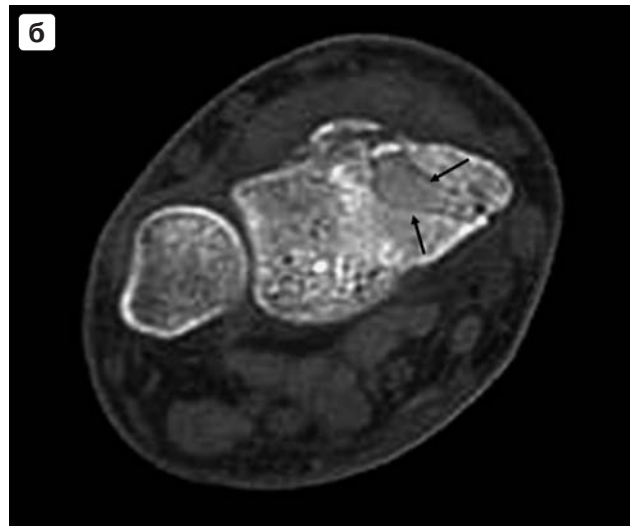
а — боковая рентгенограмма кистевого сустава: перелом тыльного края лучевой кости с незначительным смещением отломка; б — аксиальная компьютерная томограмма лучезапястного сустава. Определяются две дополнительные линии перелома лучевой кости в косой фронтальной плоскости с переходом на шиловидный отросток лучевой кости.
